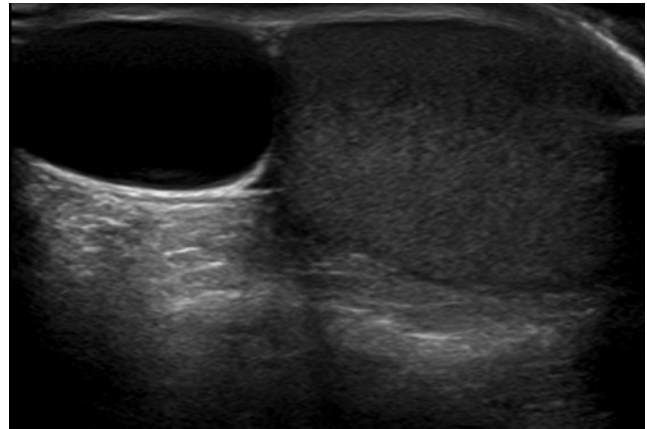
Ecografía: lesión bien delimitada, situada en la cabeza del epidídimo derecho, de aspecto quístico, con eco de baja intensidad en su interior. Testículo de tamaño, morfología y ecogenicidad normal.
